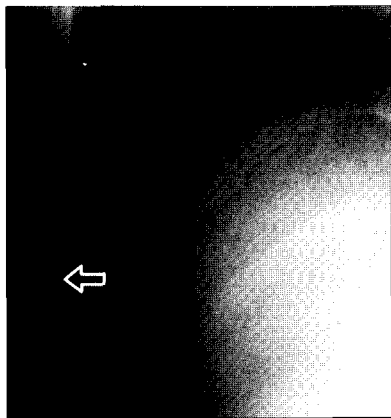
X-ray image after 5 sec in full inhalation while phonating "a".
